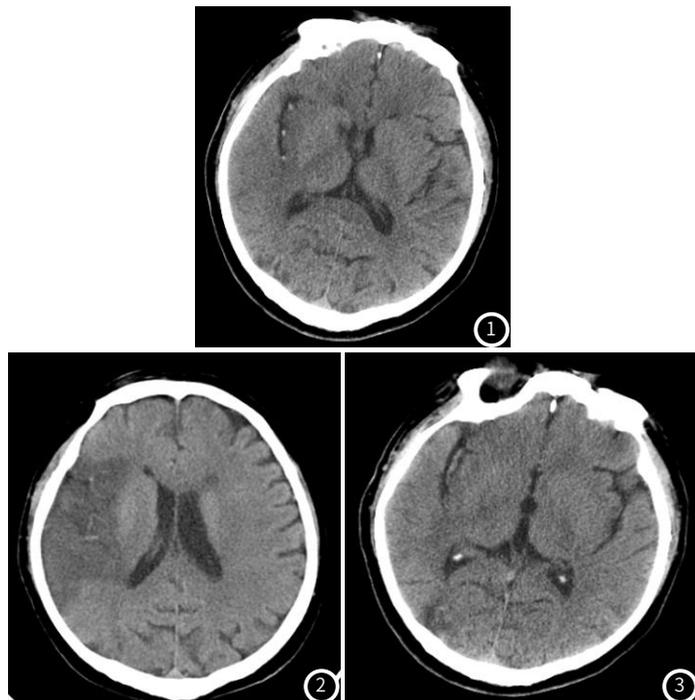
CT平扫示:右枕叶见片状稍低密度影。图2 CT平扫示:右侧额、颞叶见斑片状及片低密度影,边界模糊。图3 CT平扫示:右侧脑沟较对侧变浅,右侧大脑中动脉密度增高。
